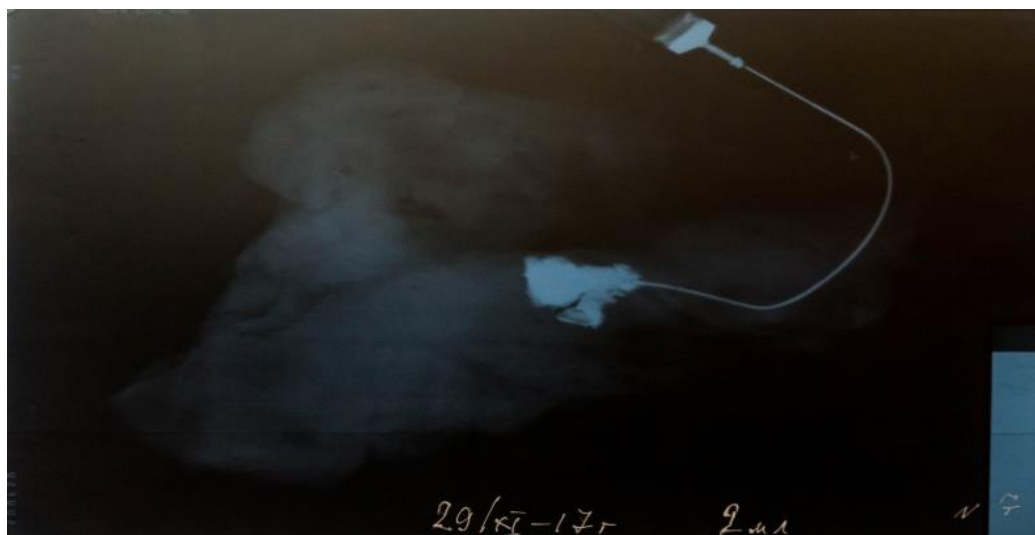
Рентгенография панкреатодуоденального комплекса, попытка антеградной вирсунгографии: определяется участок контрастированной паренхимы поджелудочной железы с нечеткими и неровными контурами, размерами 30×25 мм. Вирсунгов проток не контрастируется. Объем введенного контрастного вещества – 2 мл. Заключение: паренхимогамма (Rg 7).
